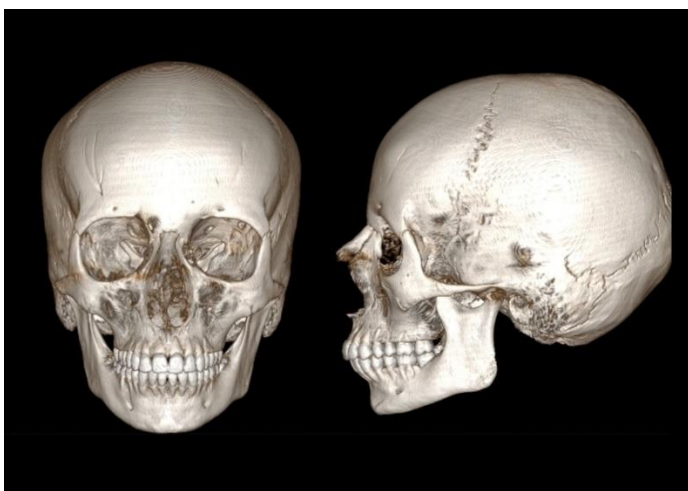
МСКТ лицевого скелета пациента с микрогнатией нижней челюсти при нормальной окклюзии.
